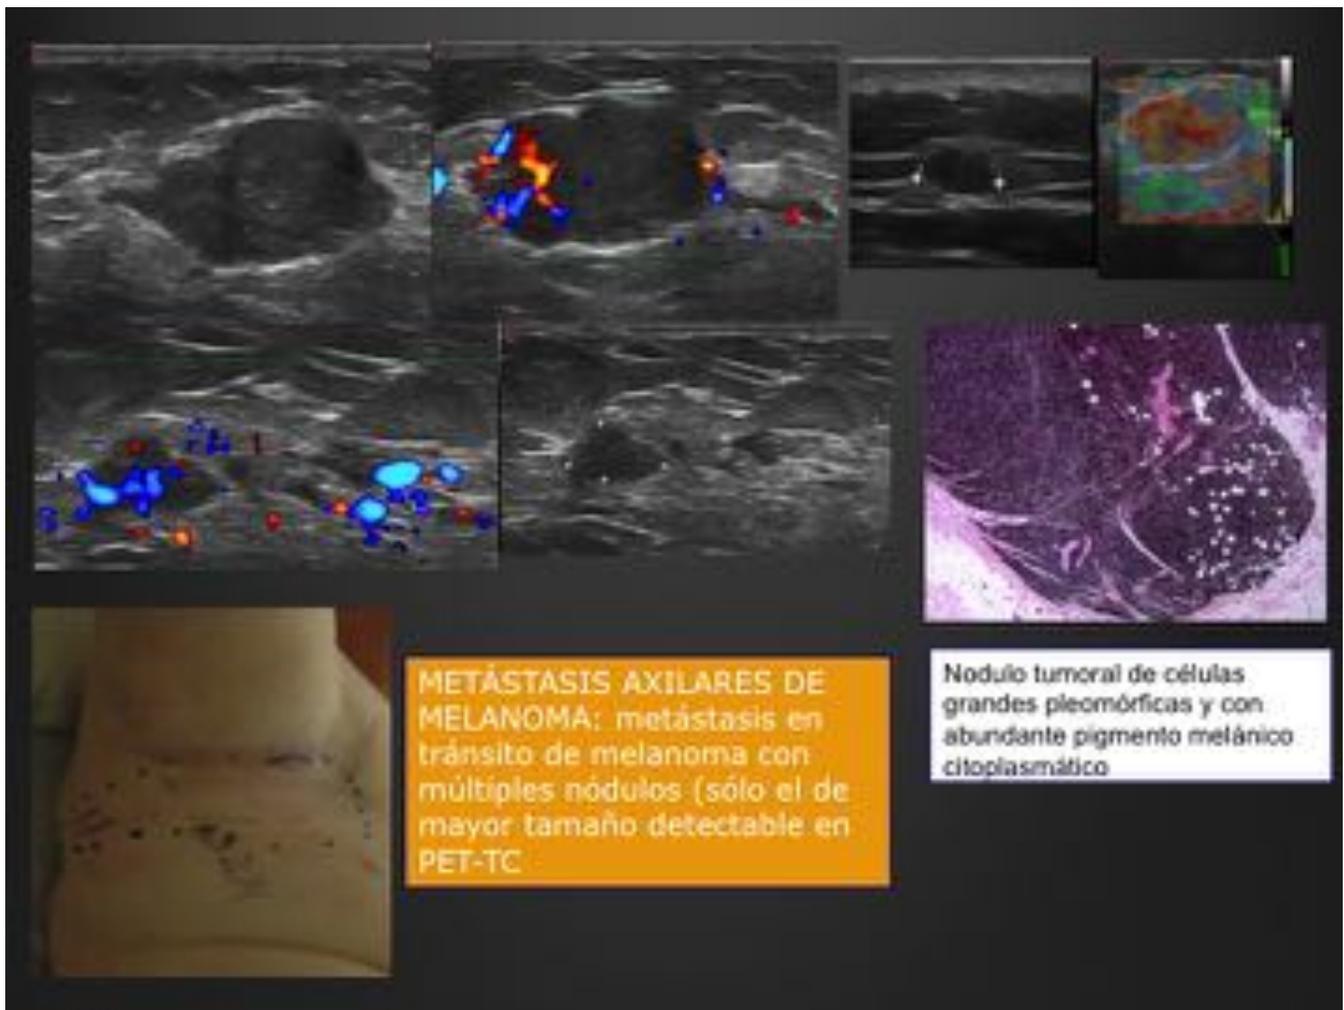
Metástasis en tránsito. Paciente con nódulo palpable, único detectado en PET-TC. La ecografía detectó múltiples nódulos en banda a lo largo de la cuenca linfática, algunos de muy pequeño tamaño. Se realizó marcaje de la zona afecta previo a la IQ.
